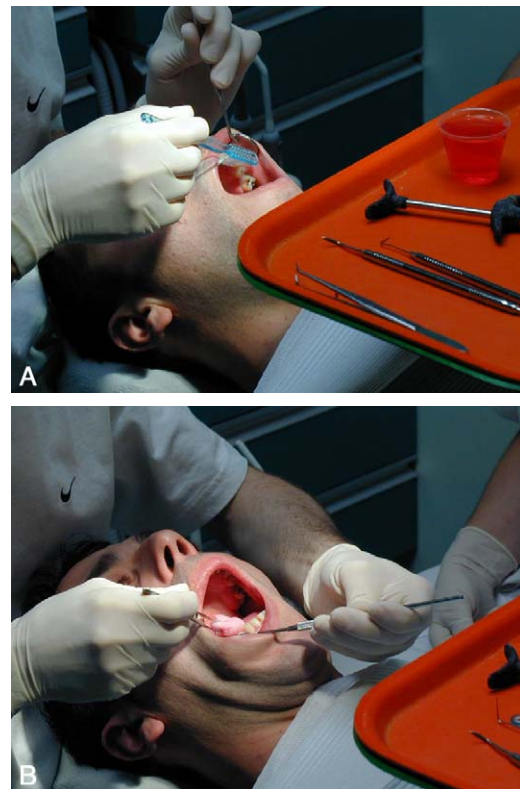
A) Après le passage des ultrasons, les dents sont brossées avec un bain de bouche contenant de la chlorhexidine. B) Les muqueuses et en particulier la langue sont ensuite frottées avec une compresse imbibée de chlorhexidine. Par la suite, il faudra désinfecter la peau et en particulier le nez du patient.
